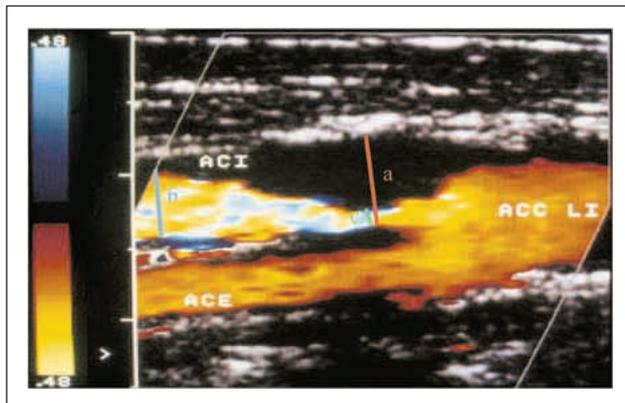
Farbkodierte Duplexsonographie mit Angaben zur Berechnung des Stenoseindex (NASCET-Kriterium [N-Wert] [%] = $100 \times [1 - c/b]$; ECST-Kriterium [E-Wert] [%] = $100 \times [1 - c/a]$; a: Durchmesser an engster Stelle [grüne Linie]; b: Durchmesser an ACI distal der Stenose [blaue Linie]; c: Durchmesser der äußeren Gefäßwand im Stenosebereich [rote Linie]; NASCET-Kriterium [N-Werte]: 60 %, 70 %, 80 % ECST-Kriterium [E-Werte]: 80 %, 85 %, 91 %
